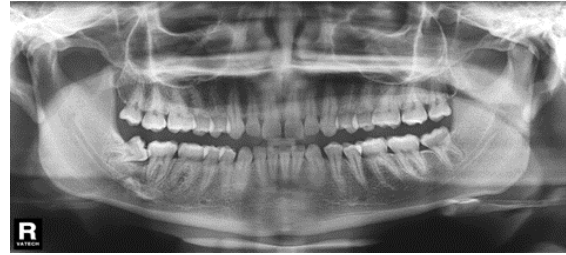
Radiografía Panorámica antes de la medición.
